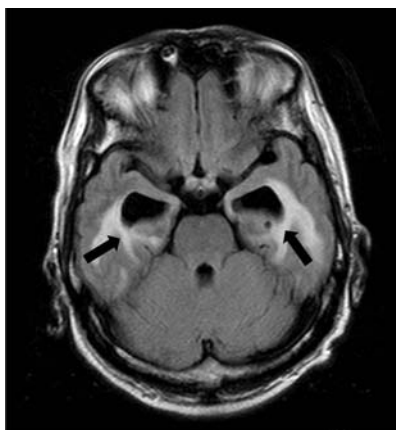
Brain computed tomography findings. Computed tomography showed metastatic brain tumors with edema on both sides.
